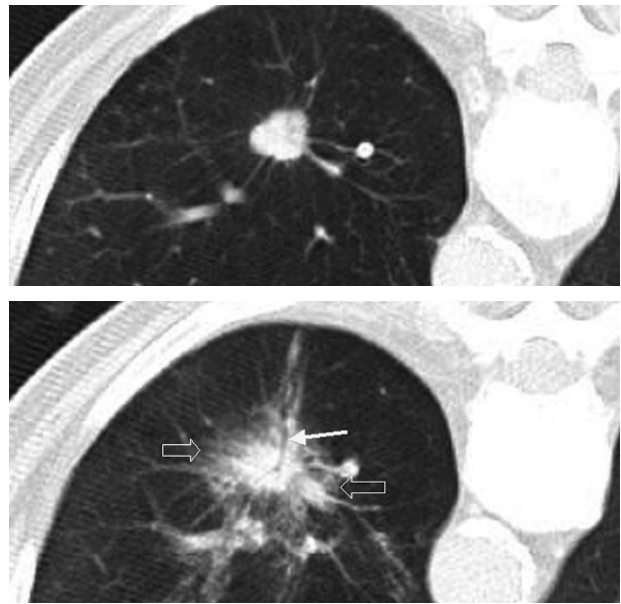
Cuando toda la lesión ha sido adecuadamente tratada, en el control inmediatamente posterior al tratamiento aparece un halo en vidrio deslustrado (flechas huecas). Nótese la oquedad lineal en el trayecto de inserción de la aguja (flecha). Hemorragia parenquimatosa visible en la tomografía computarizada realizada inmediatamente después de la ablación mediante radiofrecuencia.
